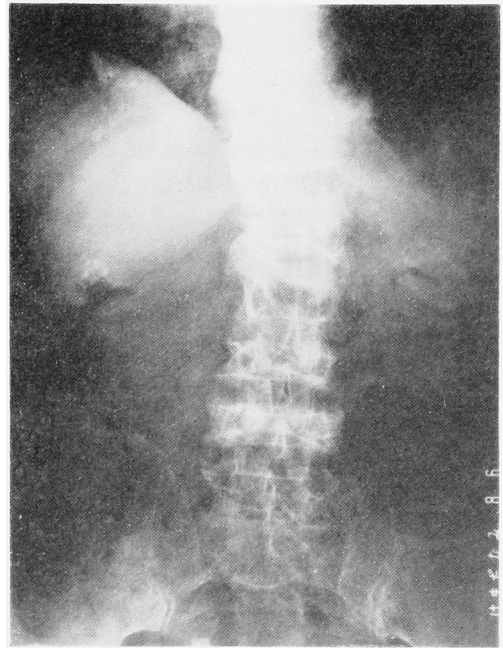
操作後の腎膀胱部単純写真 (症例4)
